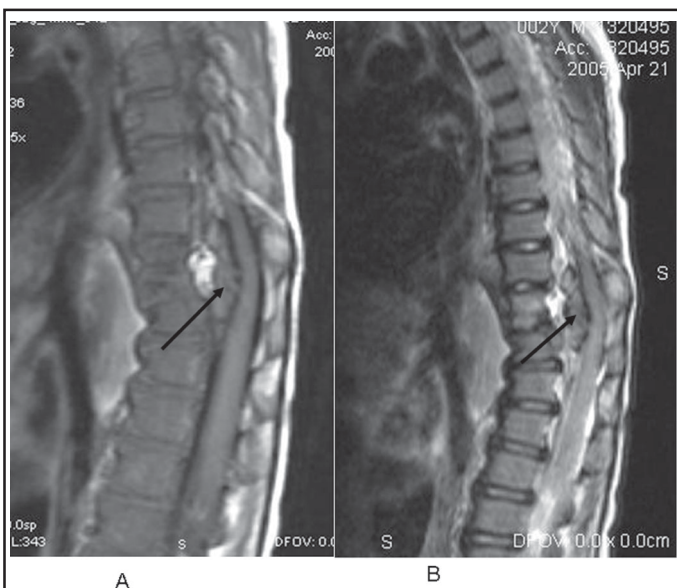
Coupes IRM sagittales pondérées en T1 (A) et T2 (B) du rachis thoracique. Un éperon osseux (flèches) divise le canal vertébral en deux espaces. La véritable moelle épinière se situe dans le canal postérieur, et le canal antérieur est occupé par des cordons nerveux.
